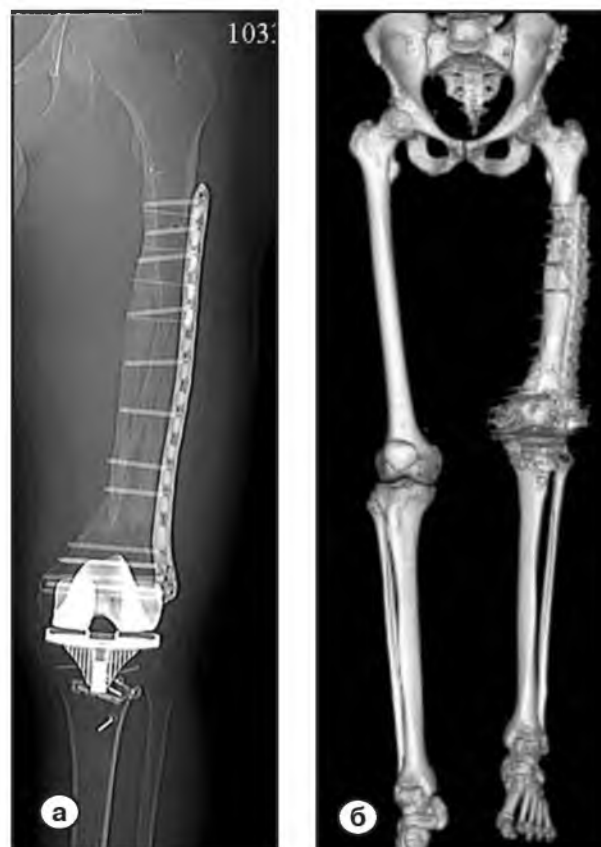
МСКТ- через 1 год
